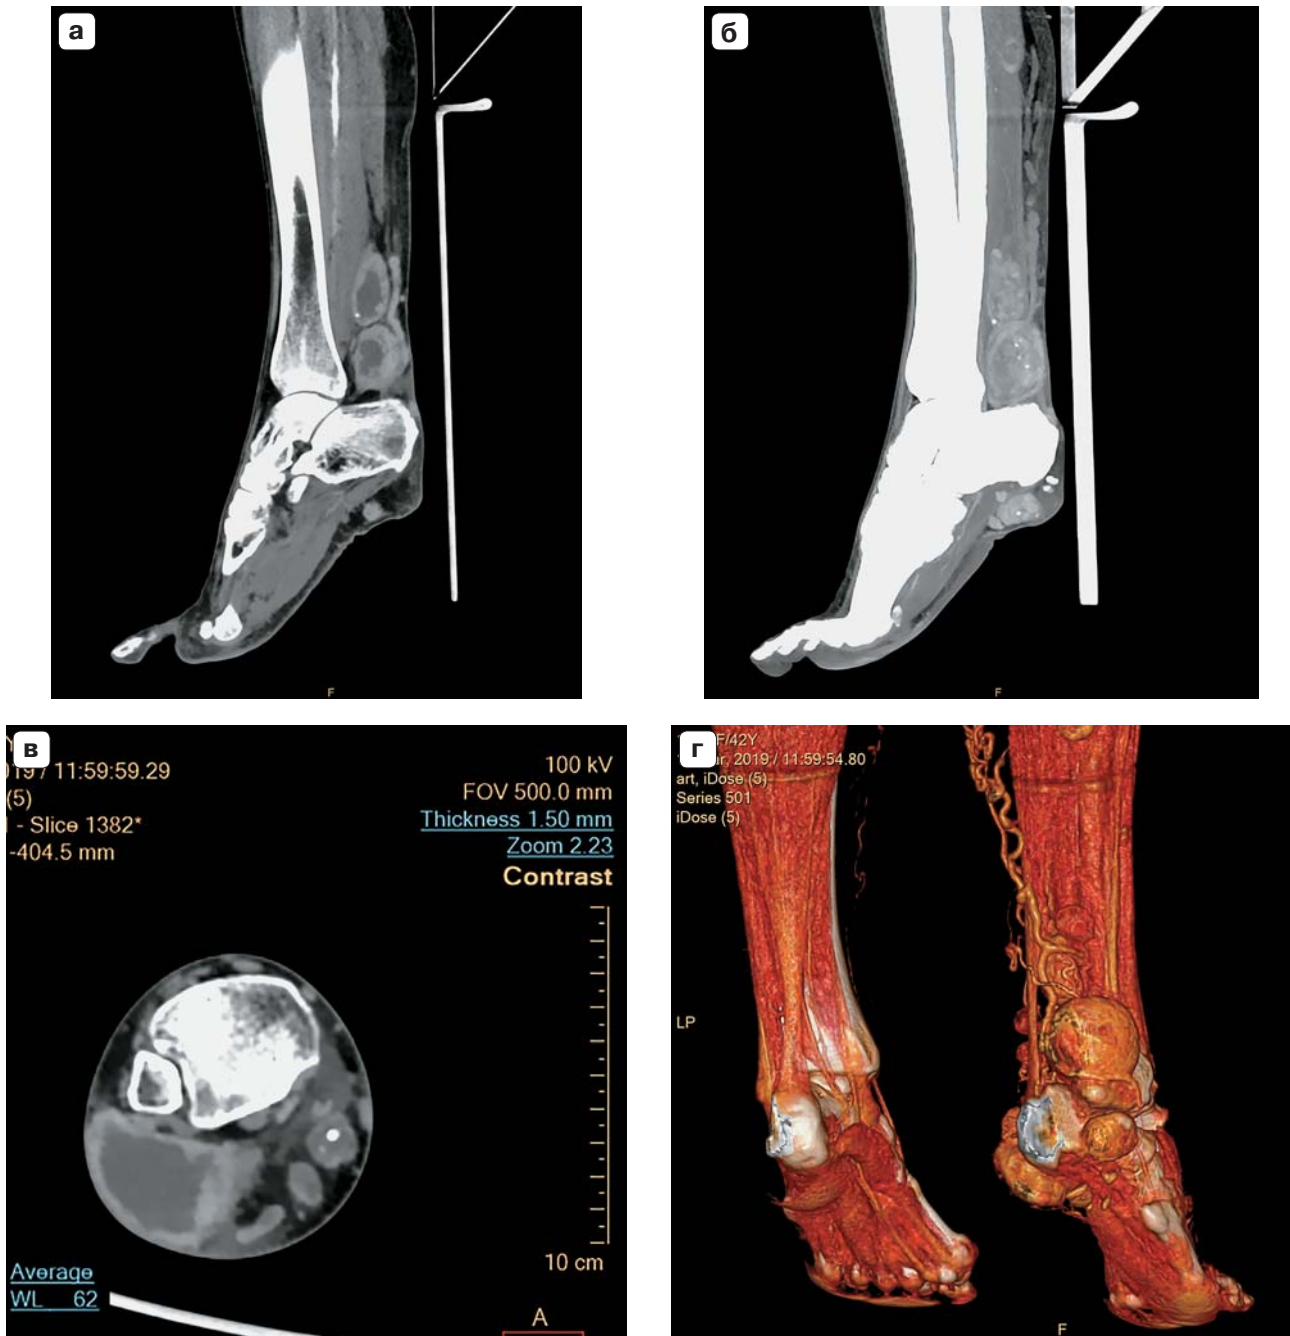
Пациентка Жиг., 42 года. МСКТ-изображения гломусной ангиомы правого голеностопного сустава. а – сагиттальная проекция; б – сагиттальная проекция в режиме MIP; в – аксиальная проекция; г – трехмерная реконструкция изображения. На рисунках ангиоматозные ткани, представленные множественными венозными кавернами, размерами от 24 до 60 мм.
